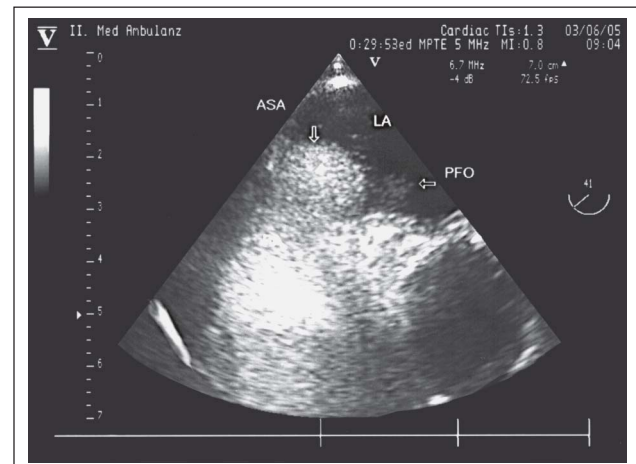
Transösophageale Echokardiographie: unter Valsalvamanöver nach Kontrastmittelgabe. Darstellung eines Rechts-Links-Shunts (Pfeil rechts) im Bereich der anterioren Peripherie des hemisphärisch konfigurierten Aneurysmas (PFO: persistierendes Foramen ovale, ASA: atriales Septumaneurysma)
